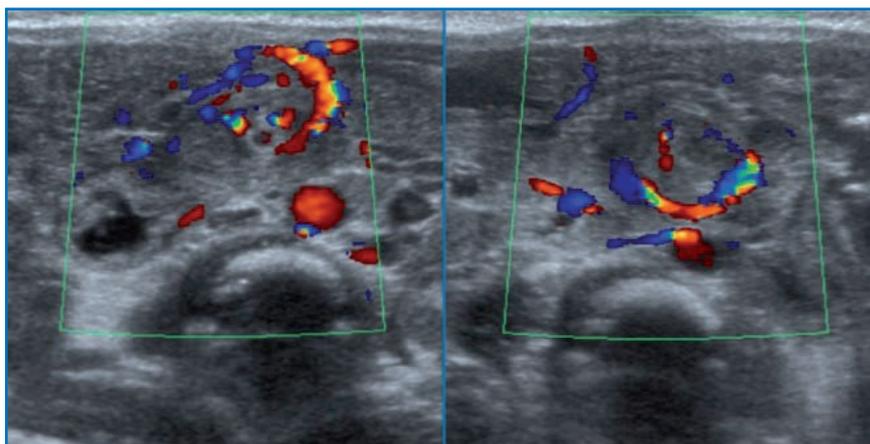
Volvulus sur malrotation. Coupes échographiques montrant le tour de spire de la veine mésentérique autour de l'artère mésentérique (signe du tourbillon).
